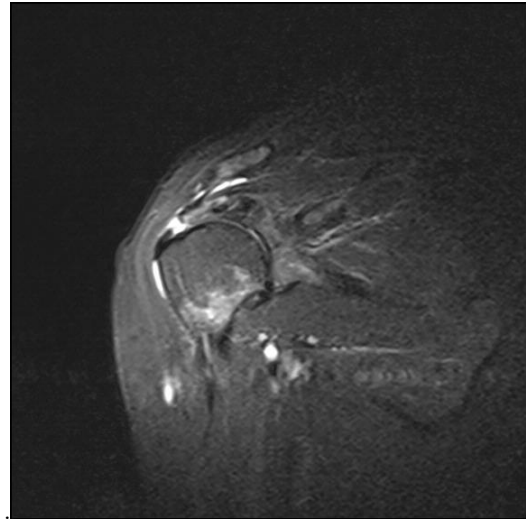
Altmış yaşında bayan hastada VKİ 43 olarak hesaplanmış. Hastada 10 yıldır HT mevcut. Sol omuz koronal yağ baskılı T2 ağırlıklı MRG görüntüsünde, supraspinatus tendonunda yırtık izleniyor.
